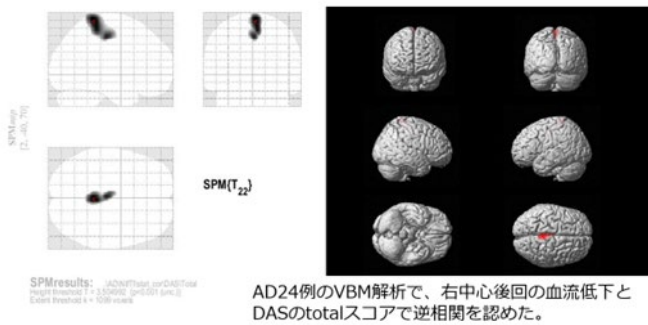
脳血流 SPECT データと無気力の評価尺度との相関解析 (DAS)
